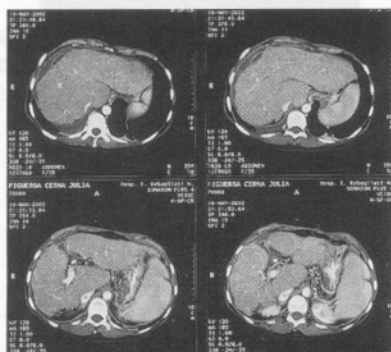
Tomografía helicoidal (control): resolución casi total de colección de lecho vesicular y perihepática.
